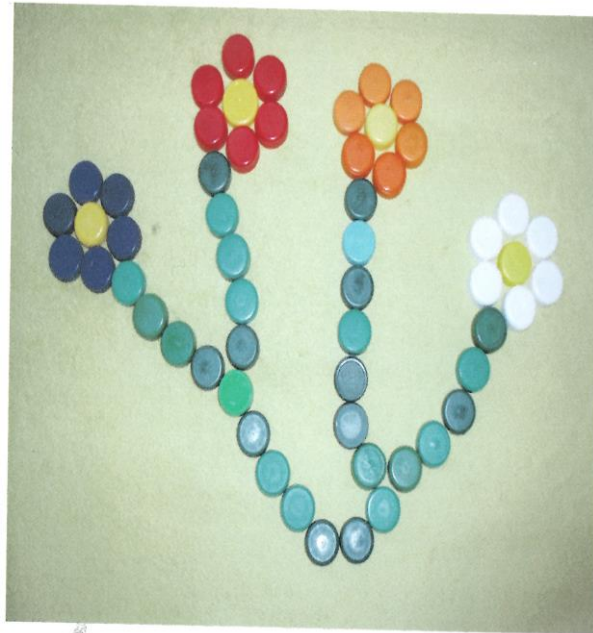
Hra s barevnými víčky od PET láhví – Pořadí barev
